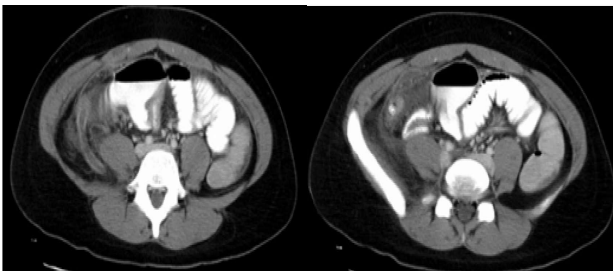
Tomografia computadorizada de abdome mostrando: A - Apêndice distendido e densificação da gordura do mesentério na FID, e B - Coprolito e densificação da gordura na FID
